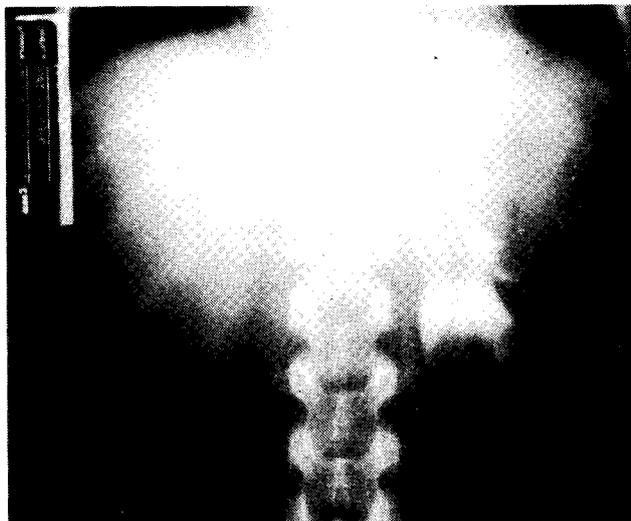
Nefrotomografía líneal que nos muestra exclusión renal derecha, en una niña de 9 años de edad.
